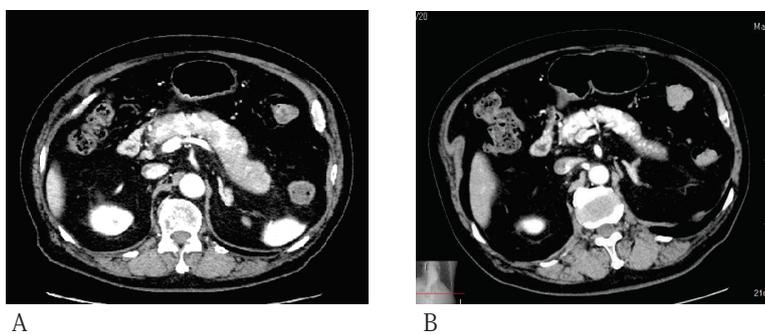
症例1の腹部造影CT (A:入院時, B:退院時)
